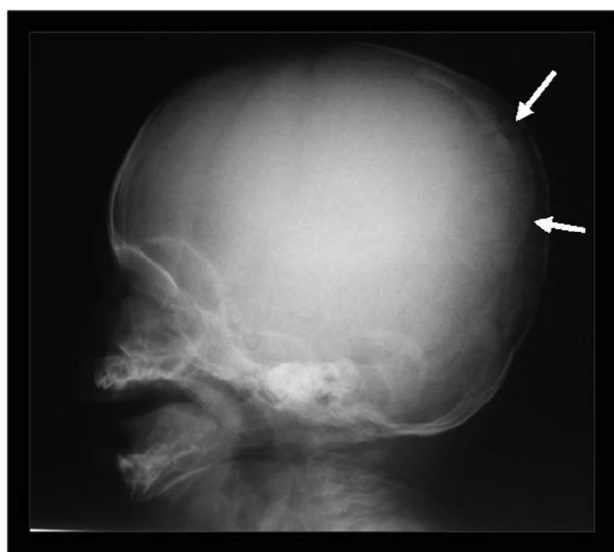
Radiografía lateral de cráneo muestra huesos wormianos en el mismo niño a los 19 meses de edad. (Imagen tomada de Halima Abukabbos et al)(21)
